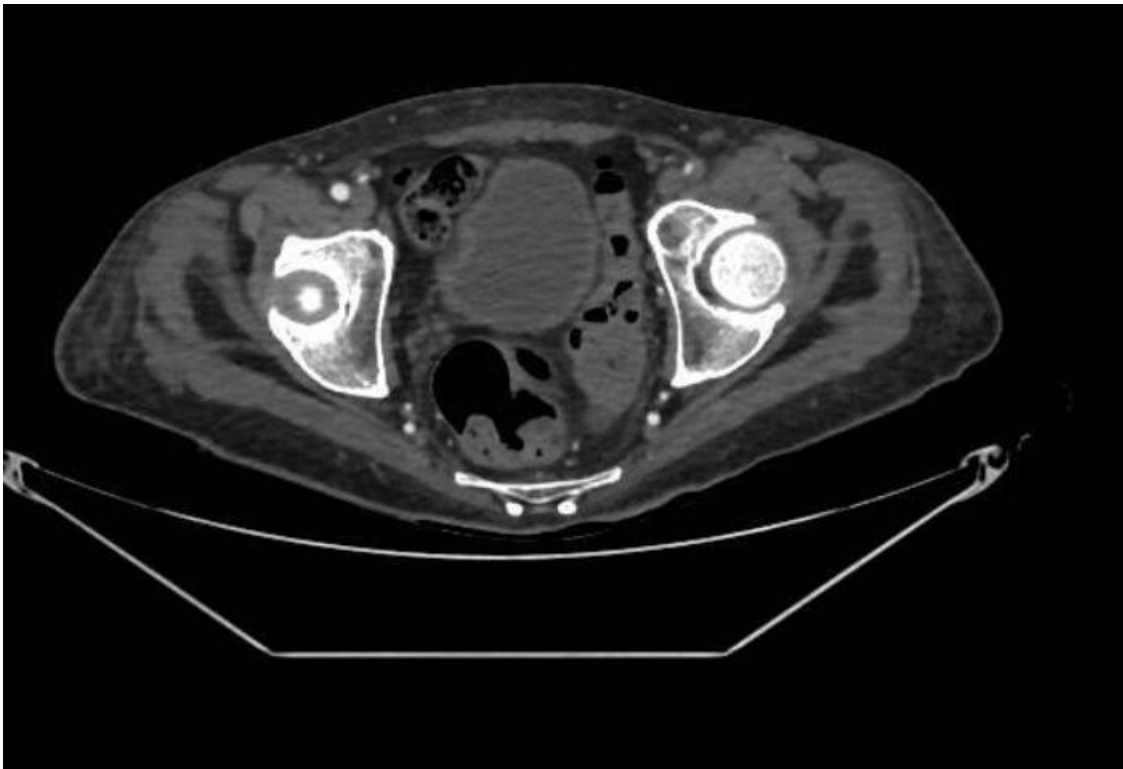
Angio-TC de aorta y MMII: obstrucción casi completa de arteria femoral común izquierda.
